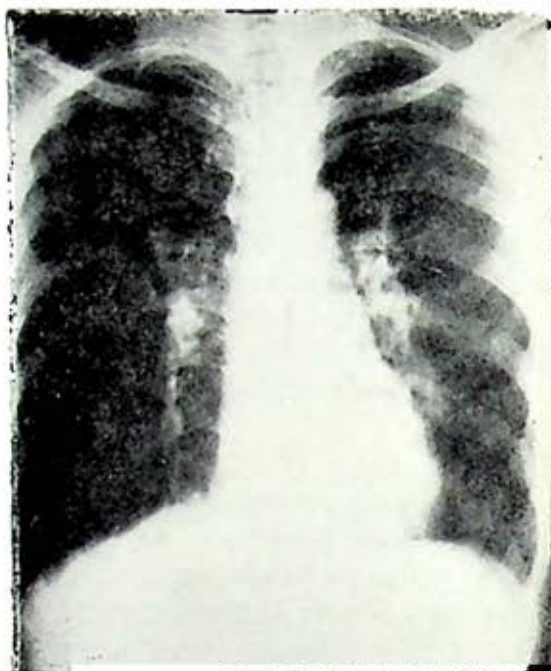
La radiografía de ingreso muestra campos pulmonares hiperlucientes, la opacidad correspondiente a los hilos se encuentra acentuada, no se observa la tráquea aumentada de calibre.
